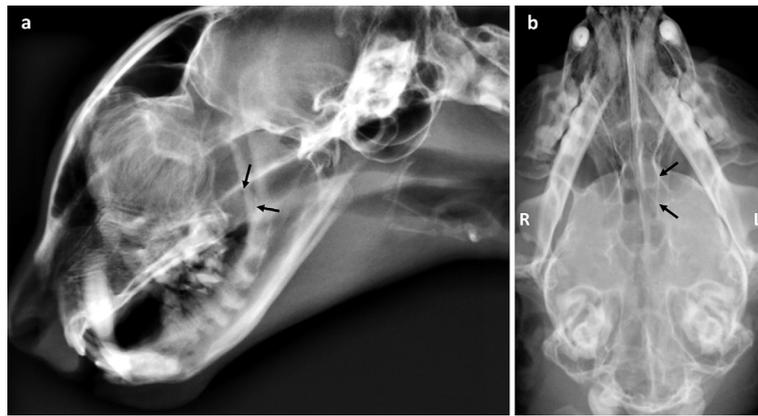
症例の頭部X線写真 (a: 横臥位、b: 伏臥位)。鼻咽頭道 (a)、左鼻腔内 (b) の不透過性亢進が観察された (矢印)。
